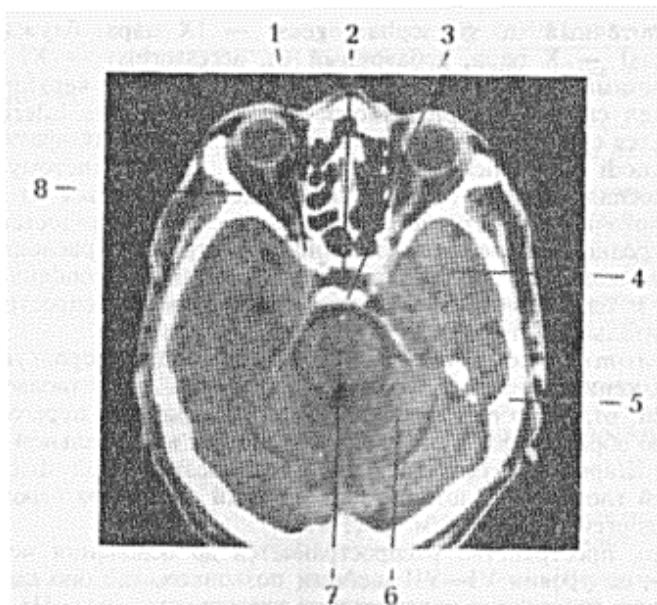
Компьютерная томограмма головы (уровень турецкого седла):
